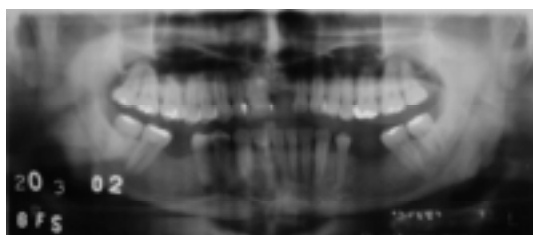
Radiografia Panorâmica pós-operatória (6 meses)
